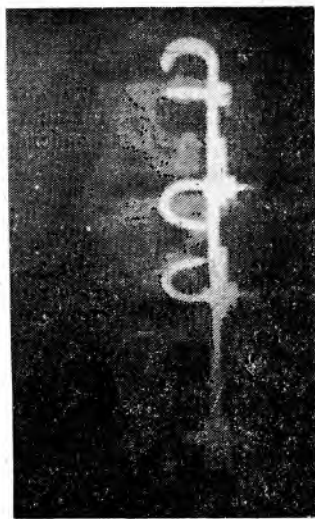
Рентгенограмма больного, которому было применено устройство для фиксации позвоночника.
